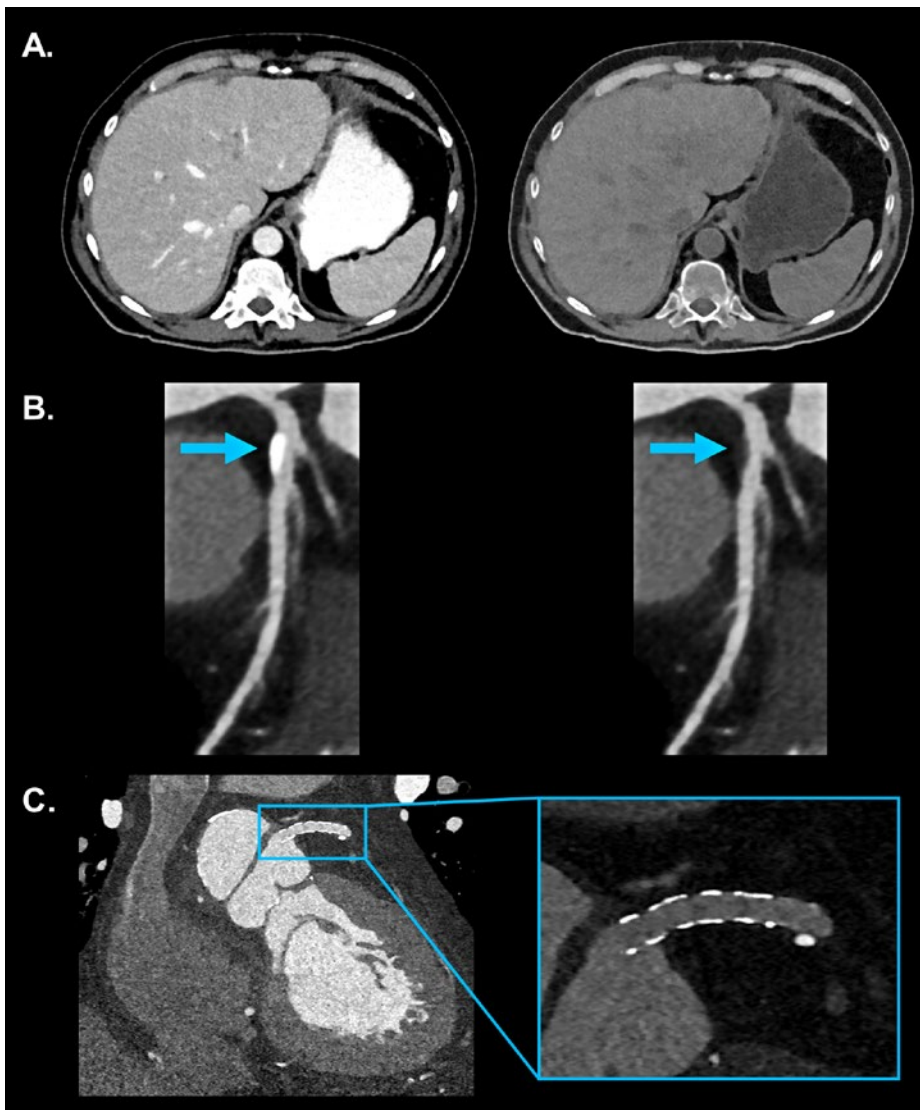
Spektrale Anwendungen der Photon-counting-CT ermöglichen es, aus einer kontrastmittelverstärkten Abdomen-CT mit oralem und intravenösem Kontrastmittel (A, linkes Bild) ein virtuell natives Bild (A, rechtes Bild) zu rekonstruieren und somit auf eine native Bildakquisition zu verzichten. Sie erlaubt auch eine Materialzerlegung und dadurch eine Subtraktion von verkalkten Plaques (B, linkes Bild mit einer verkalkten Plaque im distalen Hauptstamm / in proximaler RIVA; B, rechtes Bild ohne die Plaque). Es zeigt sich im Bild links, dass das Gefässlumen nur minimal stenosierte ist. Der ultrahochoflösende Modus der Photon-counting-CT liefert eine exzellente Qualität zur Beurteilung des Lumens auch kleiner Stents (C).
